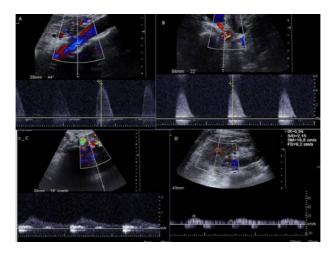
ECO Doppler de arterias renales que muestra alteración significativa de los flujos
